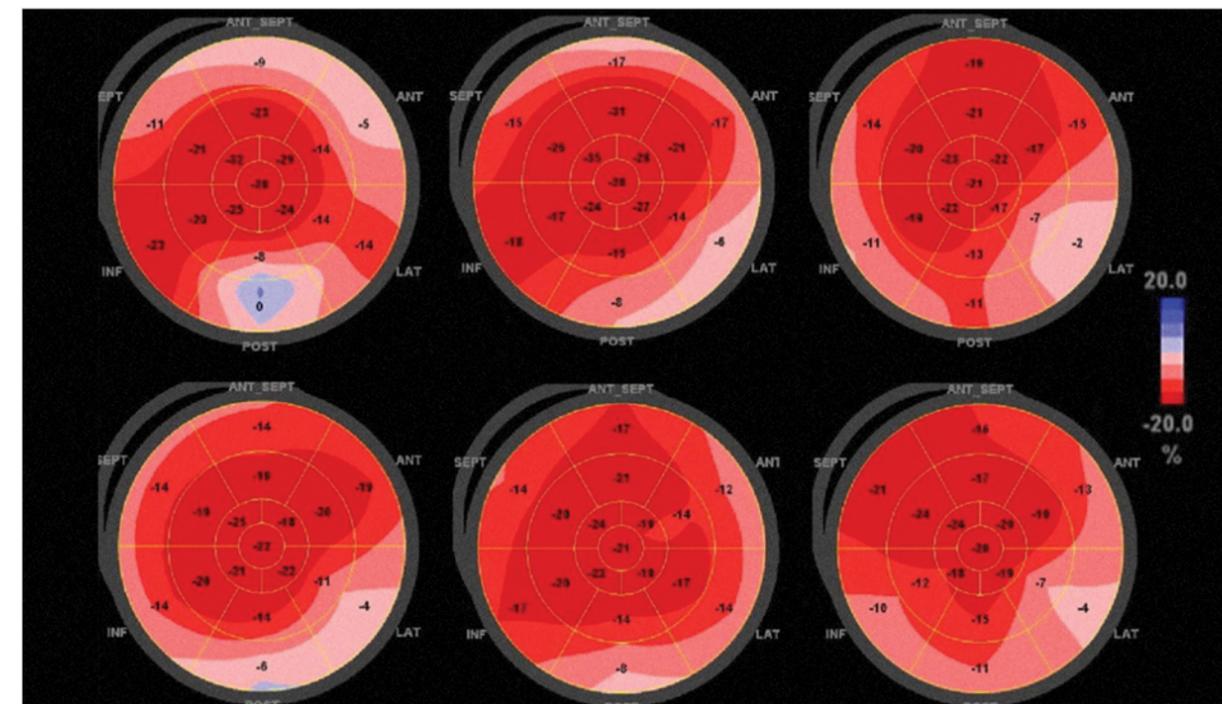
Six patrons types d'abaissement du *strain* à l'échographie avec une concentration pour les segments basaux.
